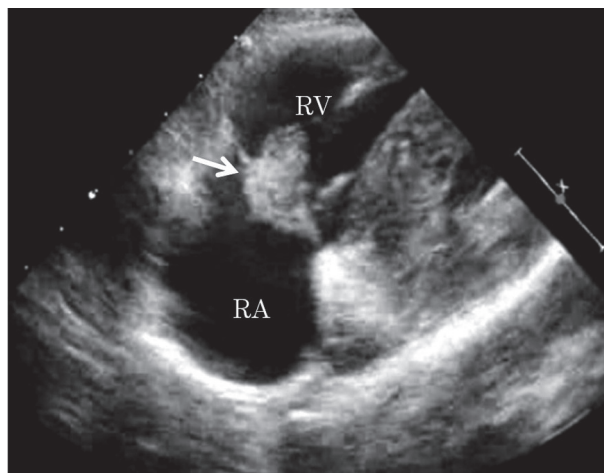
Transthoracic echocardiography shows a mobile mass of 17×14 mm size (arrow) in an existing stem attached to the right ventricular inflow.
